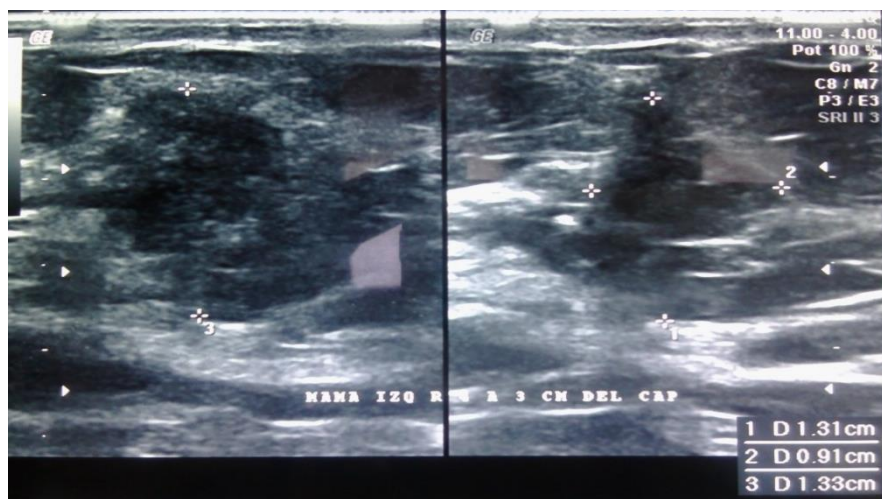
Ecosonografía, nódulo en mama izquierda. Fuente: Historia Clínica. 2017
